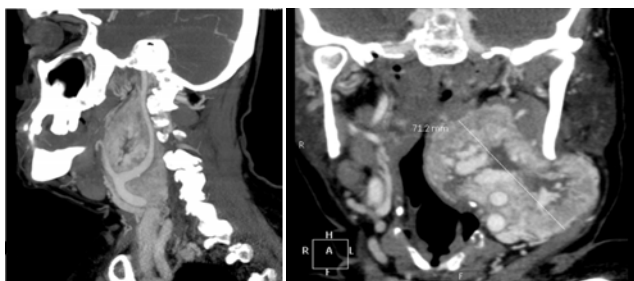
Imagen del TAC cervical con de 7,8 cm de diámetro máximo y compresión extrínseca vía aérea.
